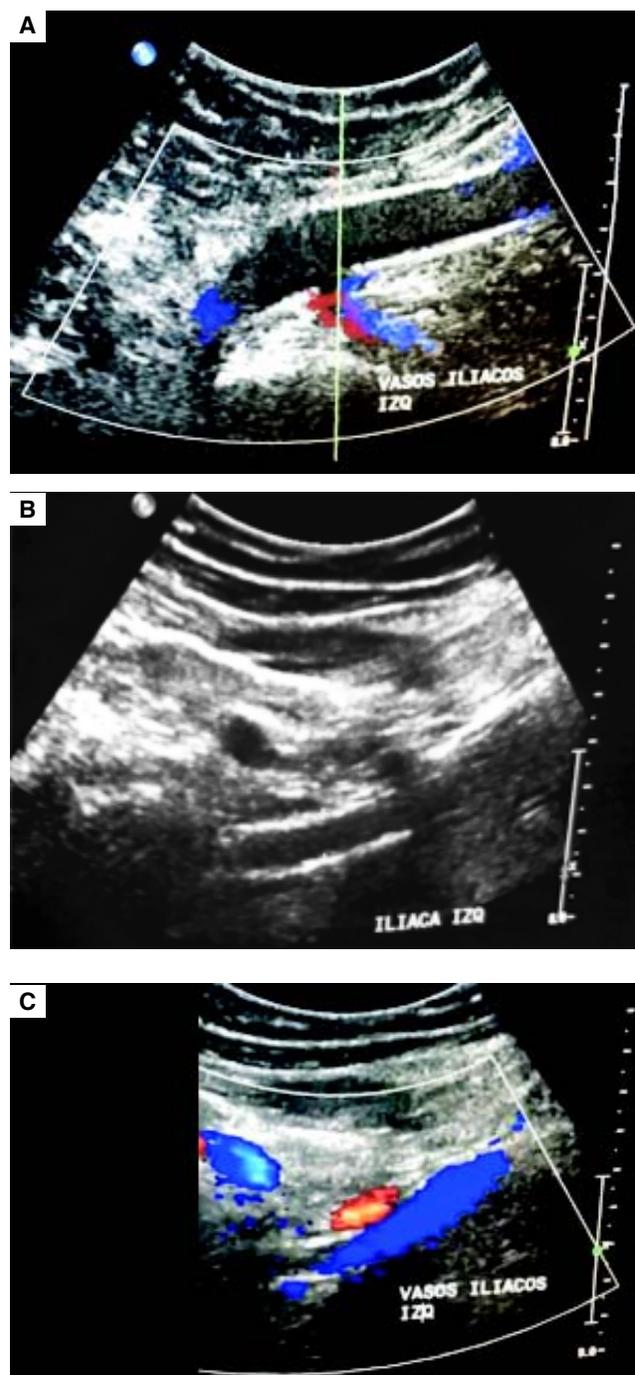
Ultrasonidos dúplex de control a los seis meses en tres casos diferentes del estudio. Imágenes tomadas con equipo USG Marca Philips® Modelo iU22 software 5.0.3.125.
